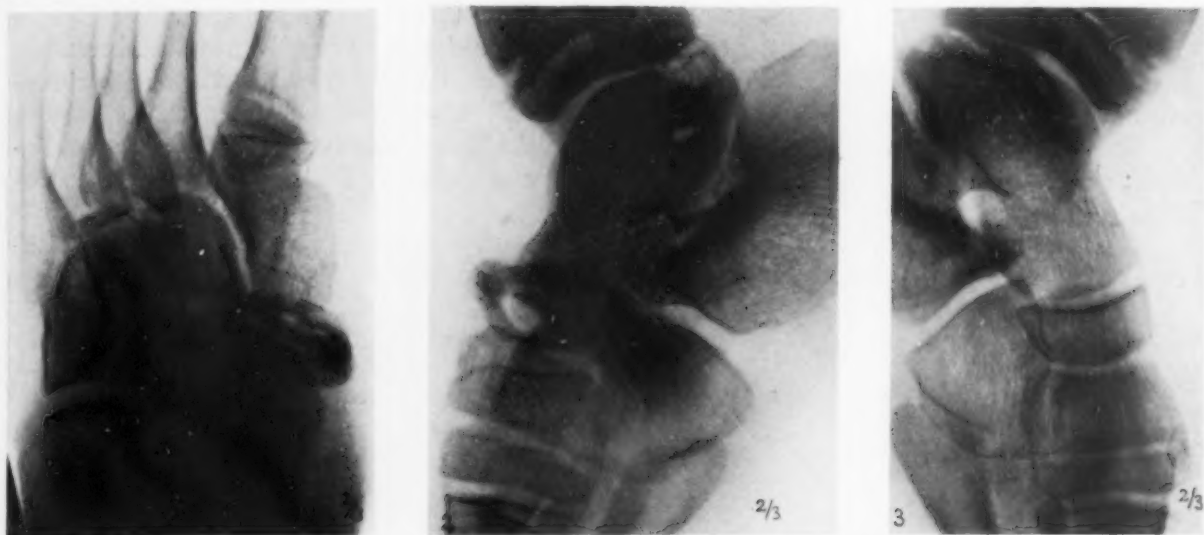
2. Röntgenbild (8. 3. 1930) des rechten (kranken) Fußes.
